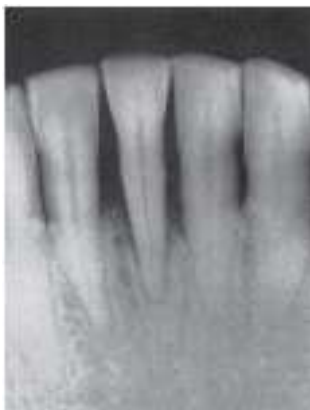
Gambaran radiograf pada periodontitis agresif lokalisata yaitu kehilangan tulang diawali pada daerah gigi insisif atau daerah molar pertama rahang bawah, biasanya bilateral dan pola kerusakan vertikal. Kerusakan tulang dapat berkembang menjadi menyeluruh, tetapi pada daerah premolar biasanya kehilangan tulang sedikit.
